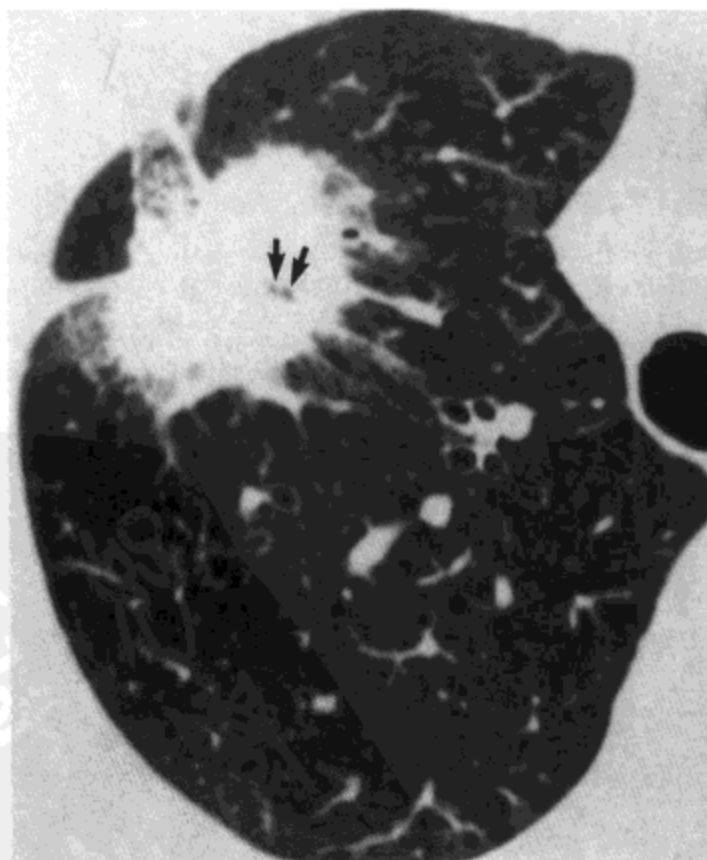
细支气管肺泡癌。高分辨率CT影像(1.5 mm层厚)示右肺上叶有毛刺的结节伴有气泡样透亮影(箭号)。病人女, 58岁。
